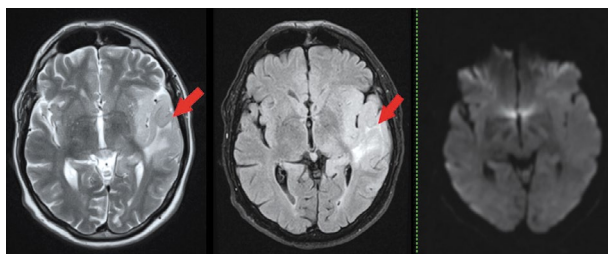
МР томограммы, аксиальная плоскость. Патологическое образование, диффузное утолщение коры, субкортикальный отек на T2-ВИ (а), T1RM (б), DWI (в) с коэффициентом $b=1000$.
